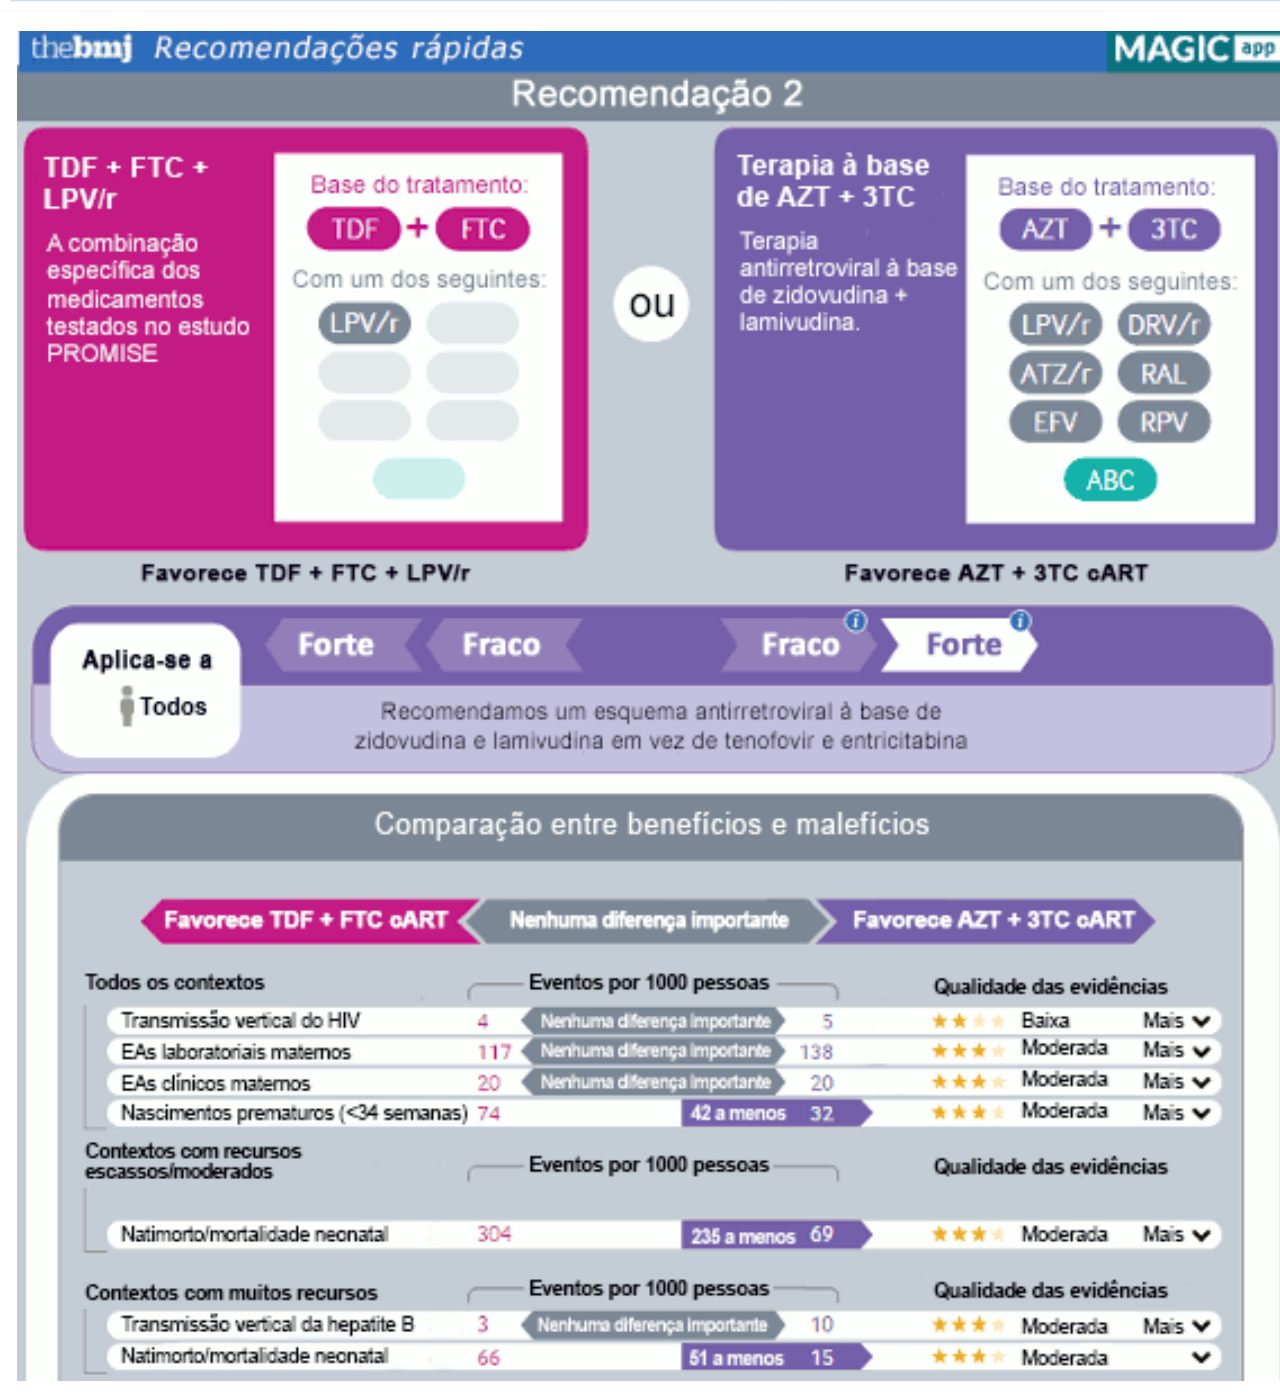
Recomendações rápidas do British Medical Journal (BMJ): terapia antirretroviral em gestantes que vivem com HIV (TDF: tenofovir, FTC: entricitabina, AZT: zidovudina, 3TC: lamivudina, ABC: abacavir, LPV/r: lopinavir [reforçado com ritonavir], ATZ/r: atazanavir [reforçado com ritonavir], DRV/r: darunavir [reforçado com ritonavir], EFV: efavirenz, RPV: rilpivirina, RAL: raltegravir)
